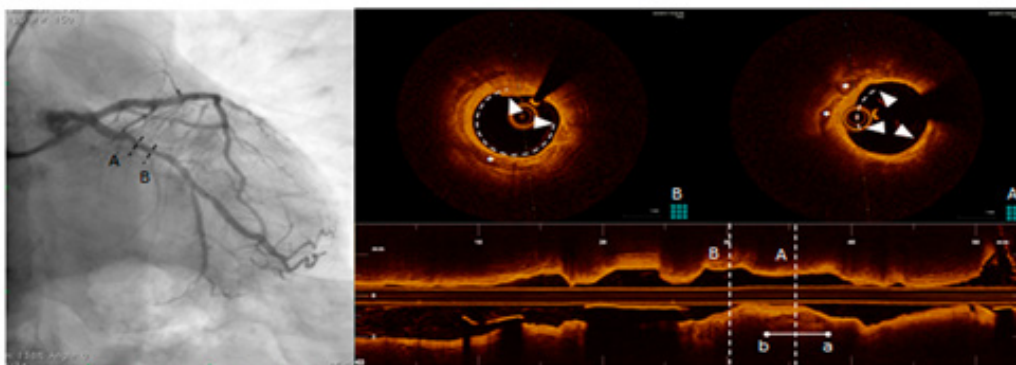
Tomografia koherente optike në arterien cirkumfleksë. Në pjesën proksimale të arteries vërehen depozitime të kalcifikuara.
